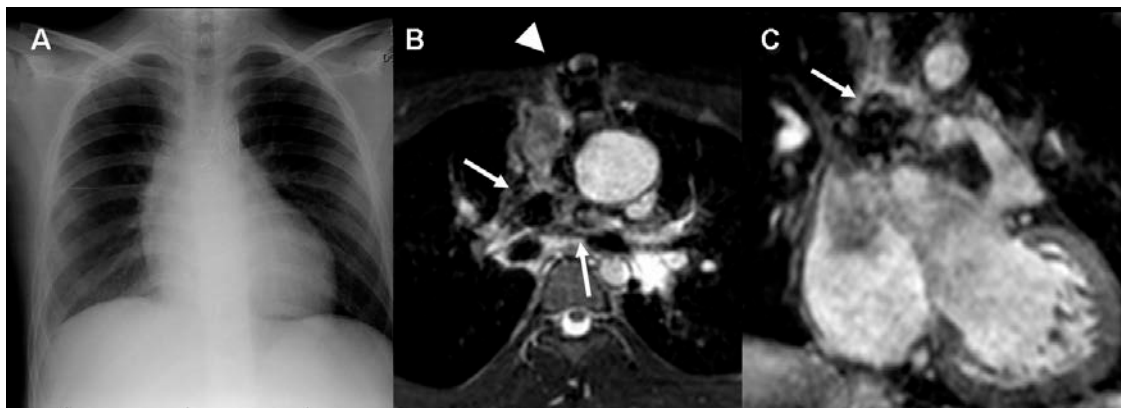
Artefactos paramagnéticos por material quirúrgico y endovascular. Paciente de 15 años con ventrículo derecho de doble salida y D-transposición de las grandes arterias intervenido con cirugía de Rastelli, con “*stents*” en las arterias pulmonares y el istmo aórtico, clips quirúrgicos y cables de esternotomía. En la radiografía de tórax (A) se puede visualizar todo el material radiopaco. En la reconstrucción axial (B) y coronal (C) de la secuencia WH3D los artefactos debido a los “*stents*” (flechas) y a la esternotomía (cabeza de flecha) deterioran la calidad de la imagen e impiden valorar las arterias pulmonares.
